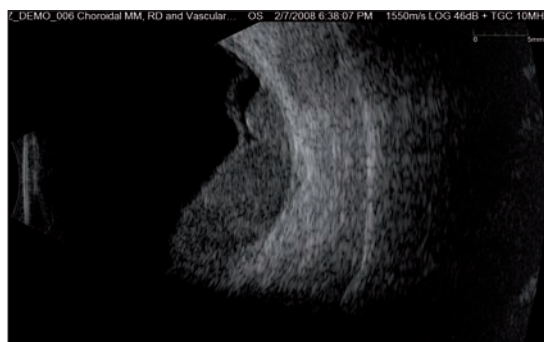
Coupe échographique obtenue avec l'Eyecubed.
